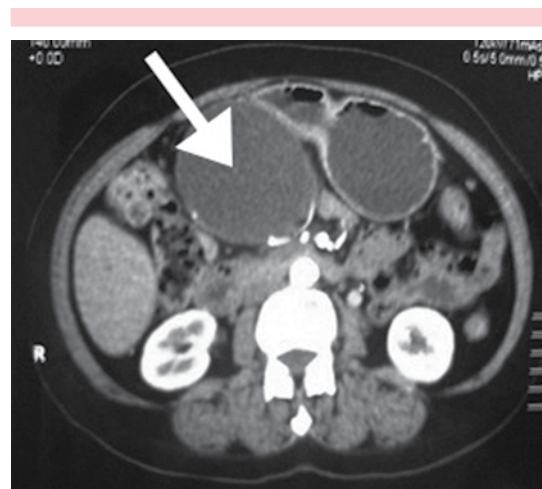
Tomografía abdominal; corte axial con pseudoquiste pancreático de 9.2 mm y 6.2 mm en sus ejes mayores.
